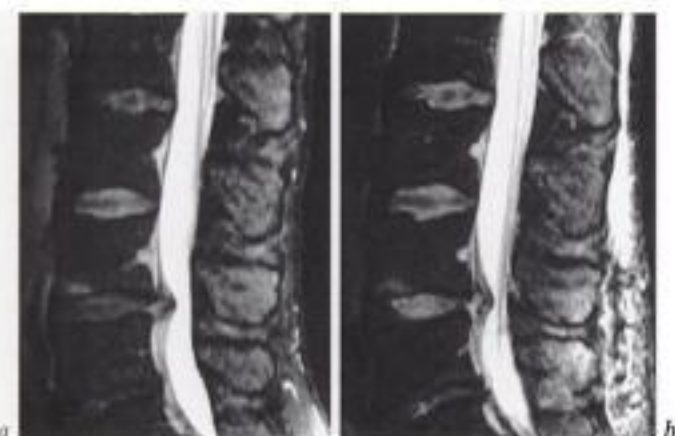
« Fantôme » de débord discal postopératoire. IRM en coupe sagittale en pondération T2 a) avant et b) 7 jours après intervention chirurgicale. Morphologie assez semblable du débord discal en L4-L5, mais le signal est un peu plus élevé en postopératoire.
